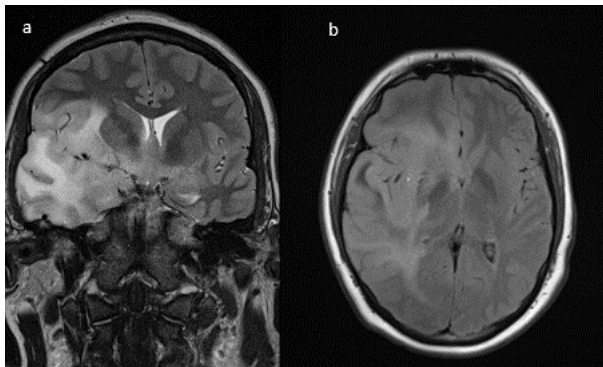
Kraniale MRT-Bildgebung eines Patienten mit Gliomatosis cerebri Kraniale MRT-Bildgebung mit Kontrastmittel in koronarer T2-Wichtung (a) sowie transversaler FLAIR-Sequenz (b) eines 15-jährigen, männlichen Patienten mit Gliomatosis cerebri (anaplastisches Astrozytom ZNS WHO Grad III, *IDH1*-Wildtyp) aus der HIT-HGG-Datenbank, Göttingen. Es zeigt sich eine flächige T2/FLAIR-Signalanhebung des rechtshemisphärischen Marklagers mit raumfordernder Wirkung und konsekutiver Mittellinienverlagerung nach links.
